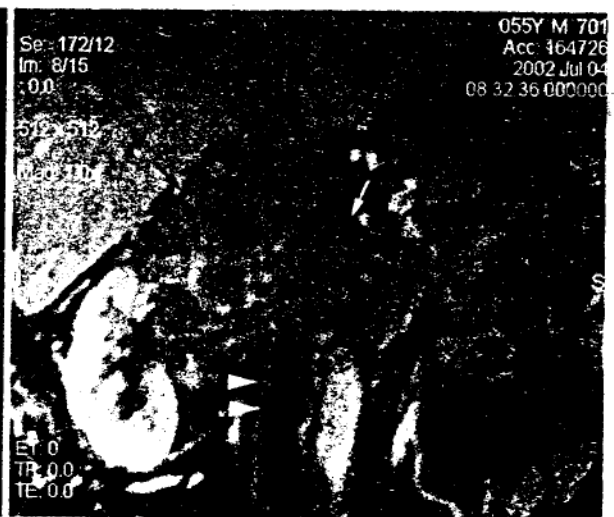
IRM (secțiuni frontale după contrast) pune în evidență trombus tumoral în vv.renale și v.cavă inferioară suprarenală (→) și trombus hematic în v.cavă inferioară subrenală (⊘)
